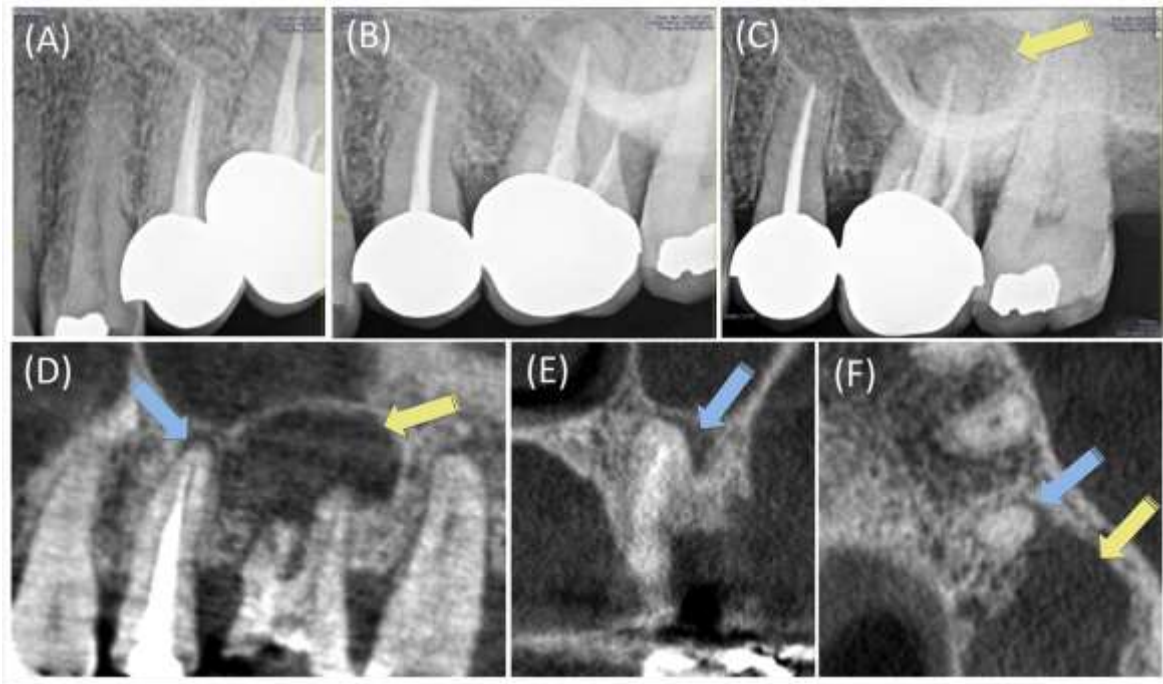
(a, b, c) Radiografías periapicales (RP) (Kodak RVG 6100; Carestream Health; Rochester, NY, USA) iniciales para la evaluación de los dientes 2.5 y 2.6. Se observó lesión periapical (flecha amarilla) alrededor de la raíz palatina del diente 2.6. En el diente 2.5 no se evidenció ningún tipo de radiolúcidez apical. (d) Corte coronal, (e) sagital, y (f) axial de la tomografía computarizada de haz cónico (TCHC) (ProMax 3Ds; Planmeca OY, Helsinki, Finland) de las misma región. Los diferentes cortes obtenidos mostraron la presencia de lesión periapical (flecha azul) en el diente 2.5. La lesión periapical del diente 2.6 (flecha amarilla) se observó mucho más grande que lo que se apreciaba en las RP.
